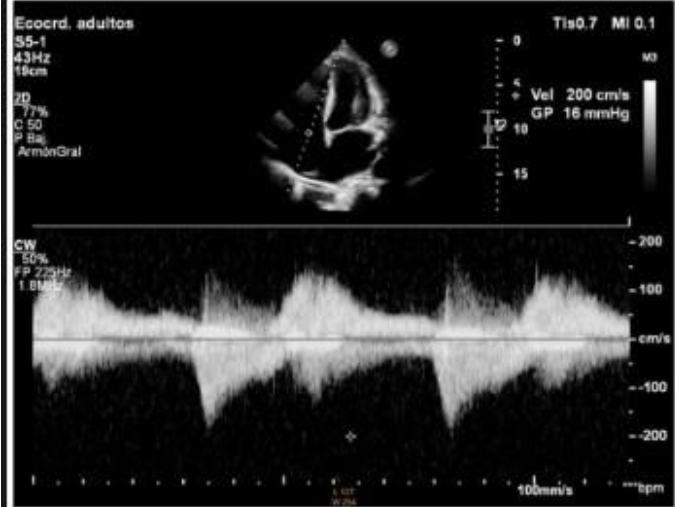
Apical, 4 cámaras. Registro Doppler continuo donde se observa señal densa, triangular, con una velocidad transvalvular relativamente baja (2 m/s), características de IT severa.
